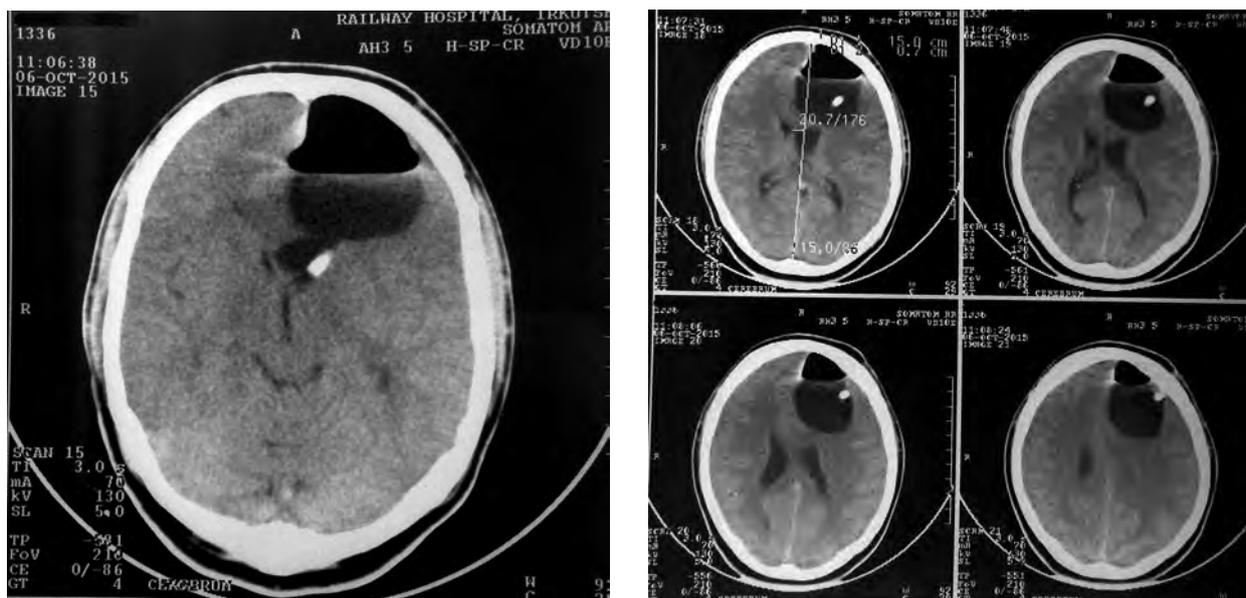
Пациент Т., КТ головного мозга, 9-е сутки после операции: в лобной доле слева определяется гиподенсивное поле округлой формы с горизонтальным уровнем до $4,6 \times 2,3$ см ликворной плотности и воздухом до $4,5 \times 2,8$ см в диаметре. Срединные структуры смещены вправо на $0,7$ см.
